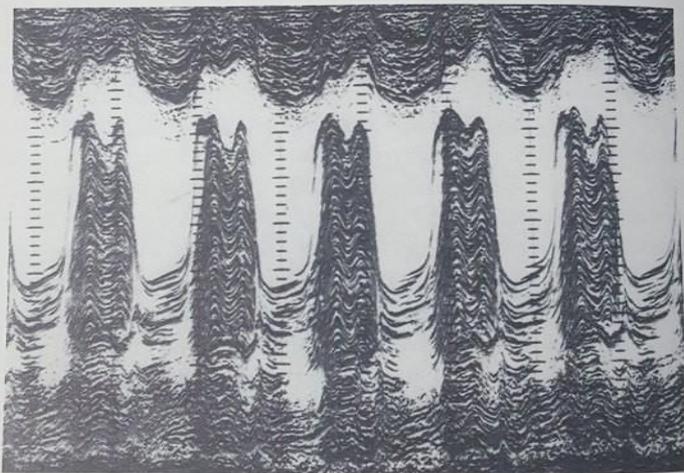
Одномерная эхокардиограмма (М-режим) больной К., 46 лет.
